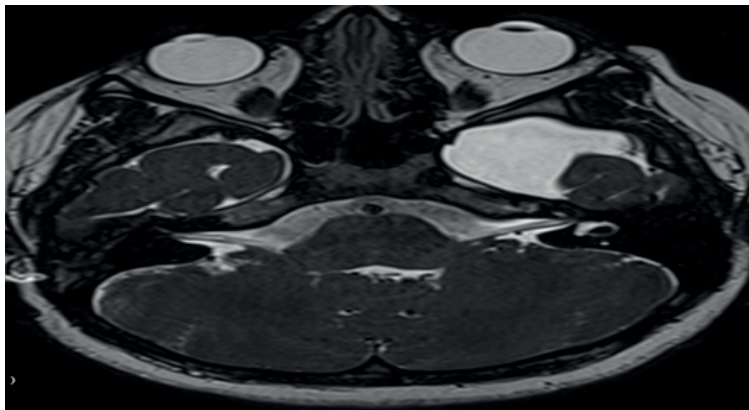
Resonancia magnética de cráneo con enfoque a oídos, corte axial en secuencia FIESTA, se observa la presencia del nervio coclear de manera bilateral, resalta la ausencia del vestíbulo derecho en comparación con el contralateral.
